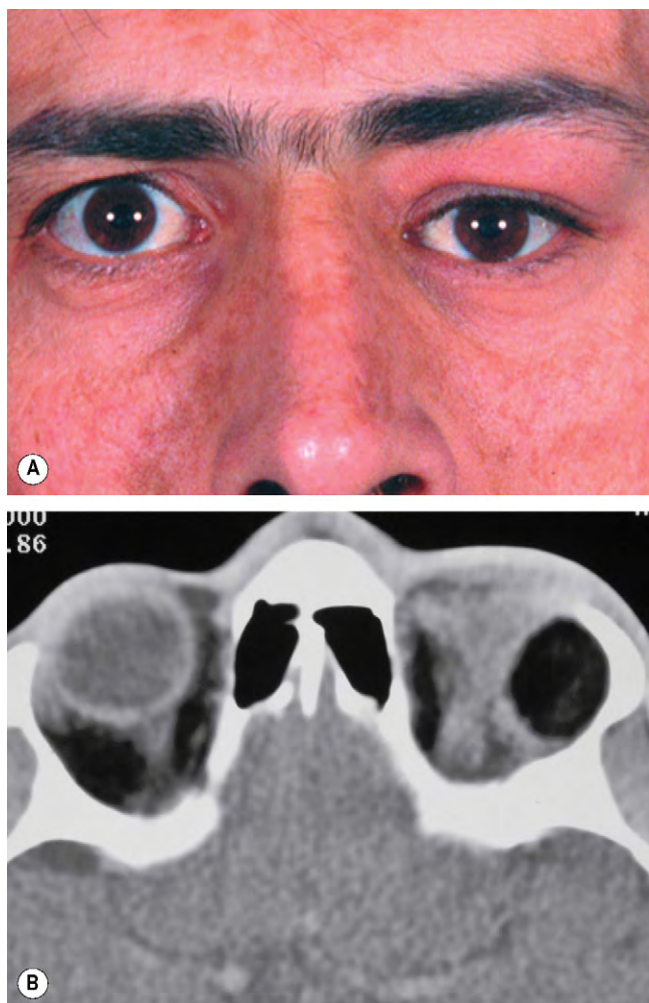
(A) Quiste dermoide orbitario profundo izquierdo que produce distopia leve; (B) la TC axial muestra una lesión quística bien delimitada y remodelado óseo.
